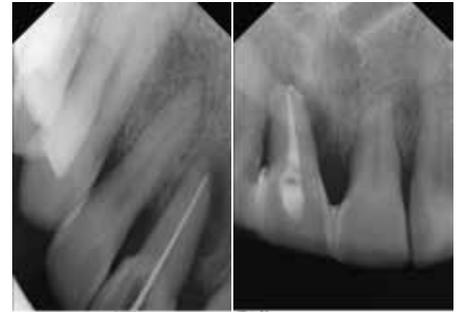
Messröntgen Abb. 4: Füllröntgen
